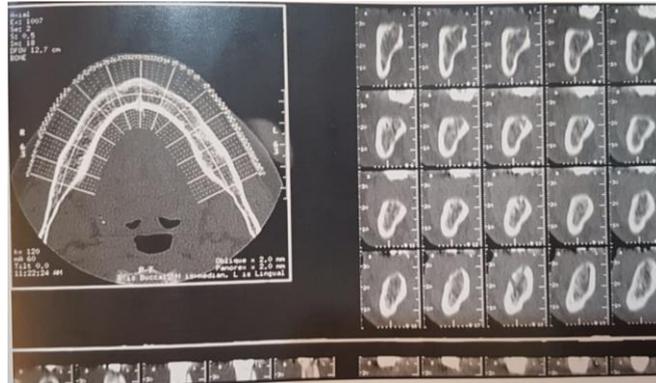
TAC mandibular de paciente geriátrico edéntulo total.
